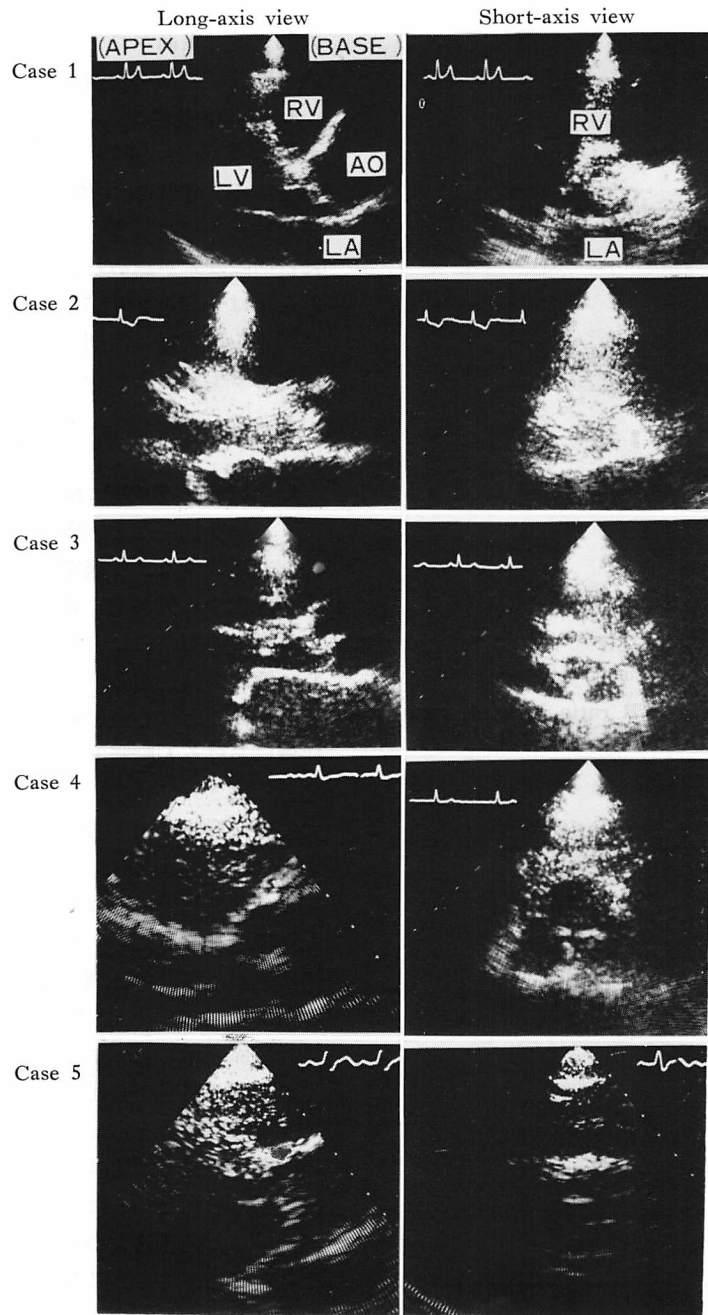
Preoperative echocardiograms of patients with valve replacement.
